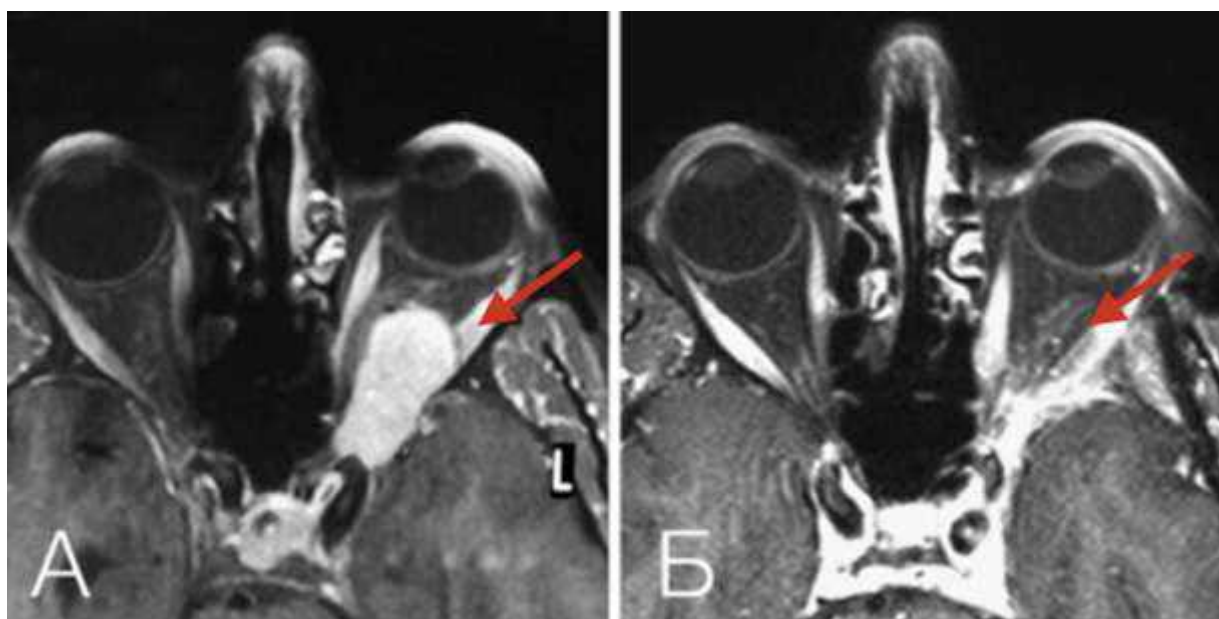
Спостереження №76. КТ хворої С-ая, 35 років, історія хвороби №5684 (А). Післяопераційна МРТ через 24 місяці після операції демонструє тотальне видалення утворення (Б)
